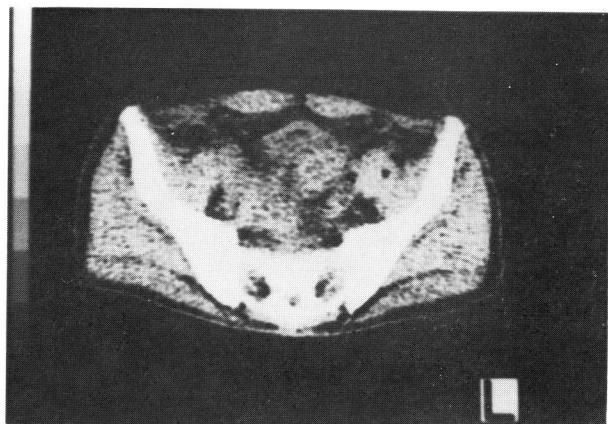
Computerized tomography scan after treatment with CDDP, 375 mg
